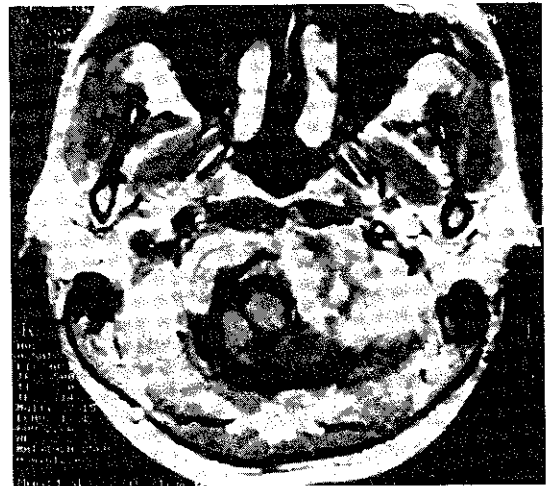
T1 weighted axial MRI shows the mass lesion on left skull base with increased signal intensity after injection of gadolinium.
